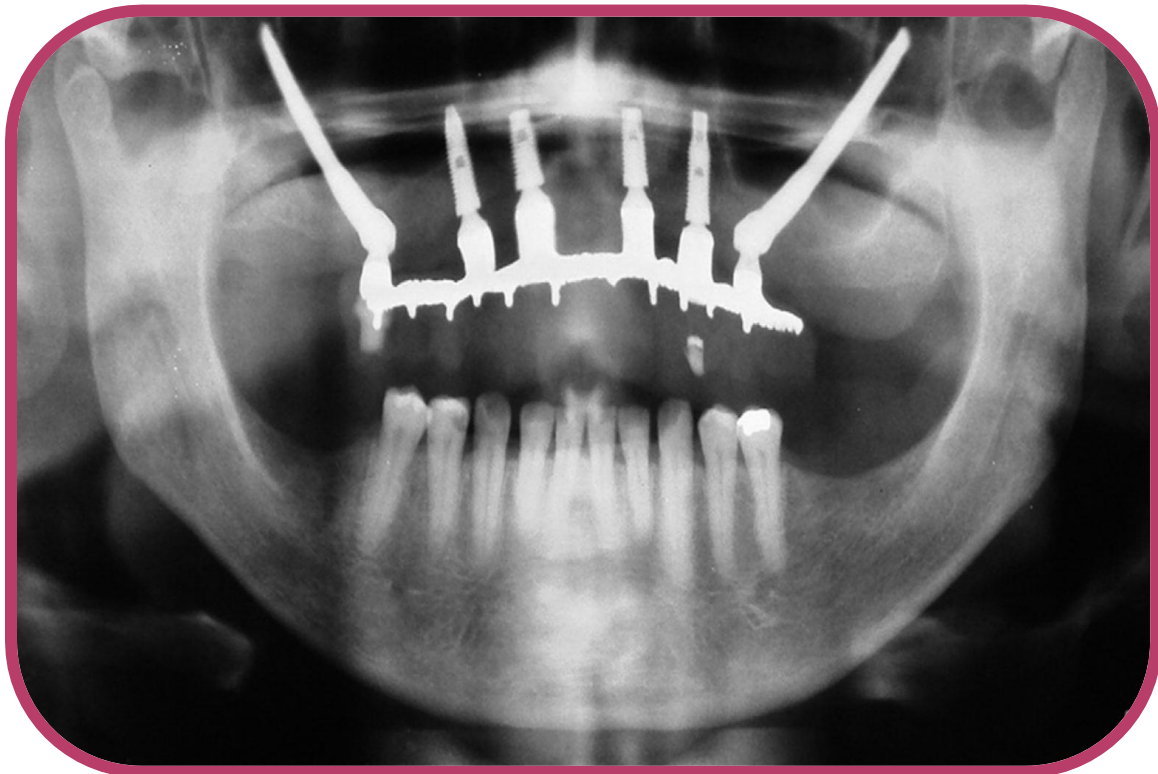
Ortopantomografia de paciente reabilitado com 2 Implantes Zigomáticos
